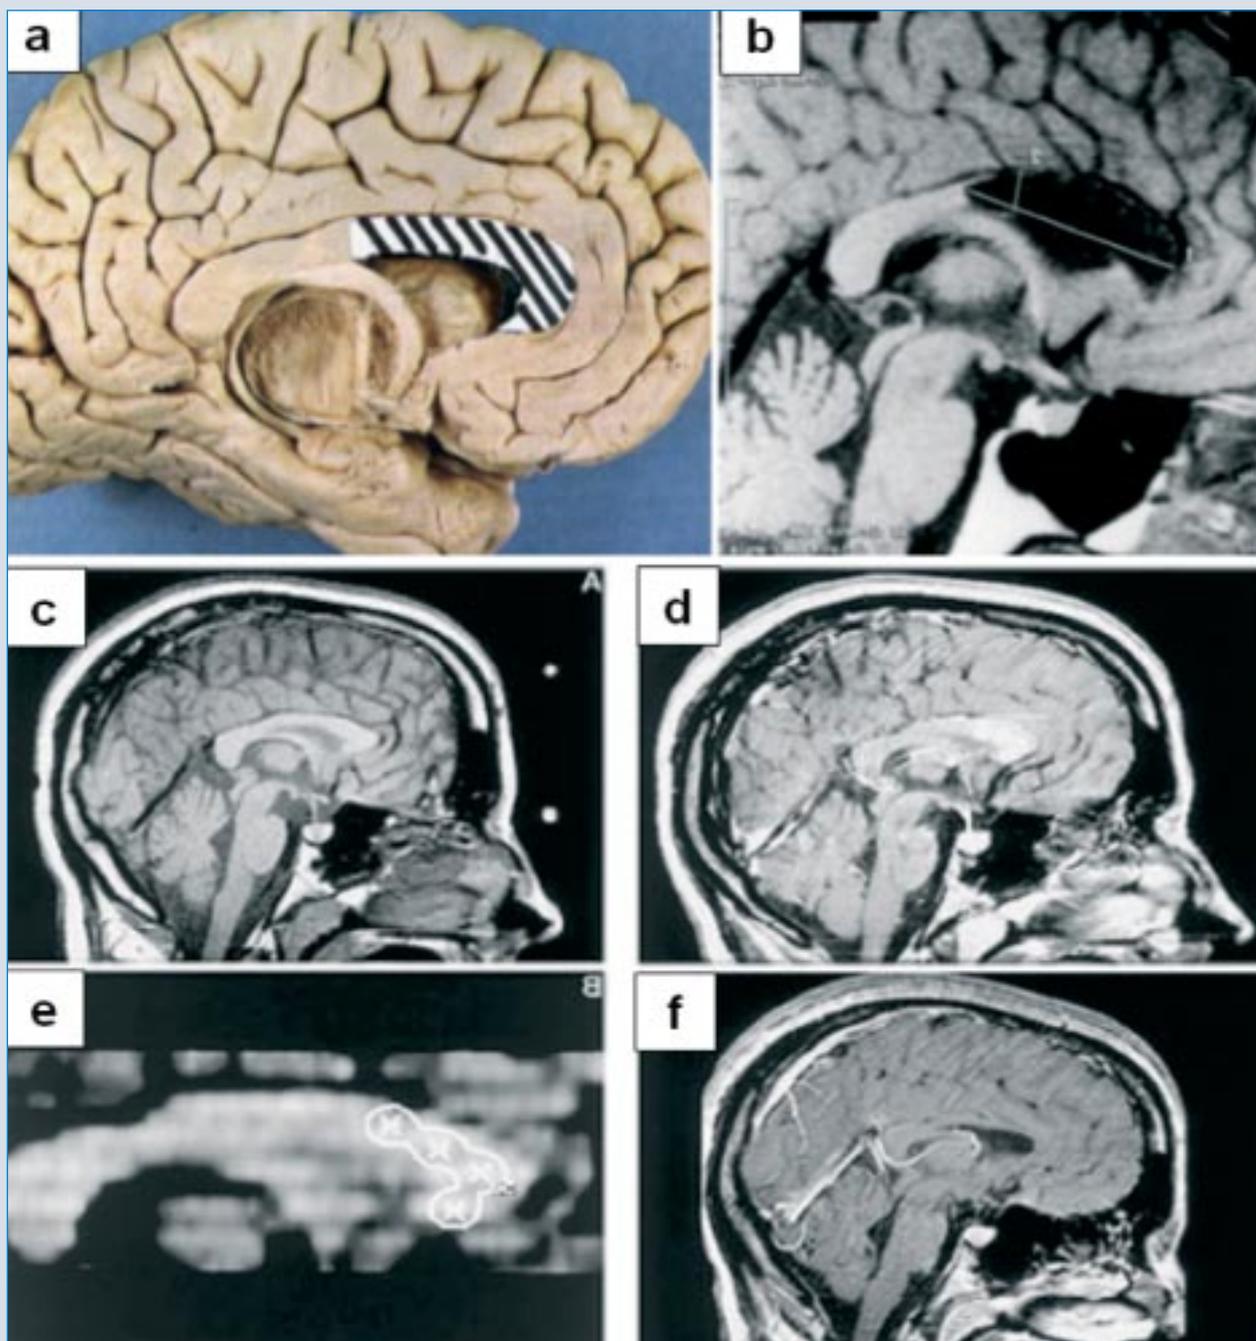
Top: Scheme (a) and postoperative MRI (b) showing an anterior callosal section (performed by Prof. Y. Yonekawa). Bottom: Callosotomy with Gamma Knife: On the MRI (sagittal, T1-weighted; [c]) the GK dosimetry is projected [e] with the isocenters. At the isodose center the dose was 150 Gy. Three months after GK treatment a signal alteration is seen in the target area [d, contrast-enhanced] and 2 yrs after GK treatment a local atrophy is seen [f]. From: Pendl et al. [18], with kind permission.
